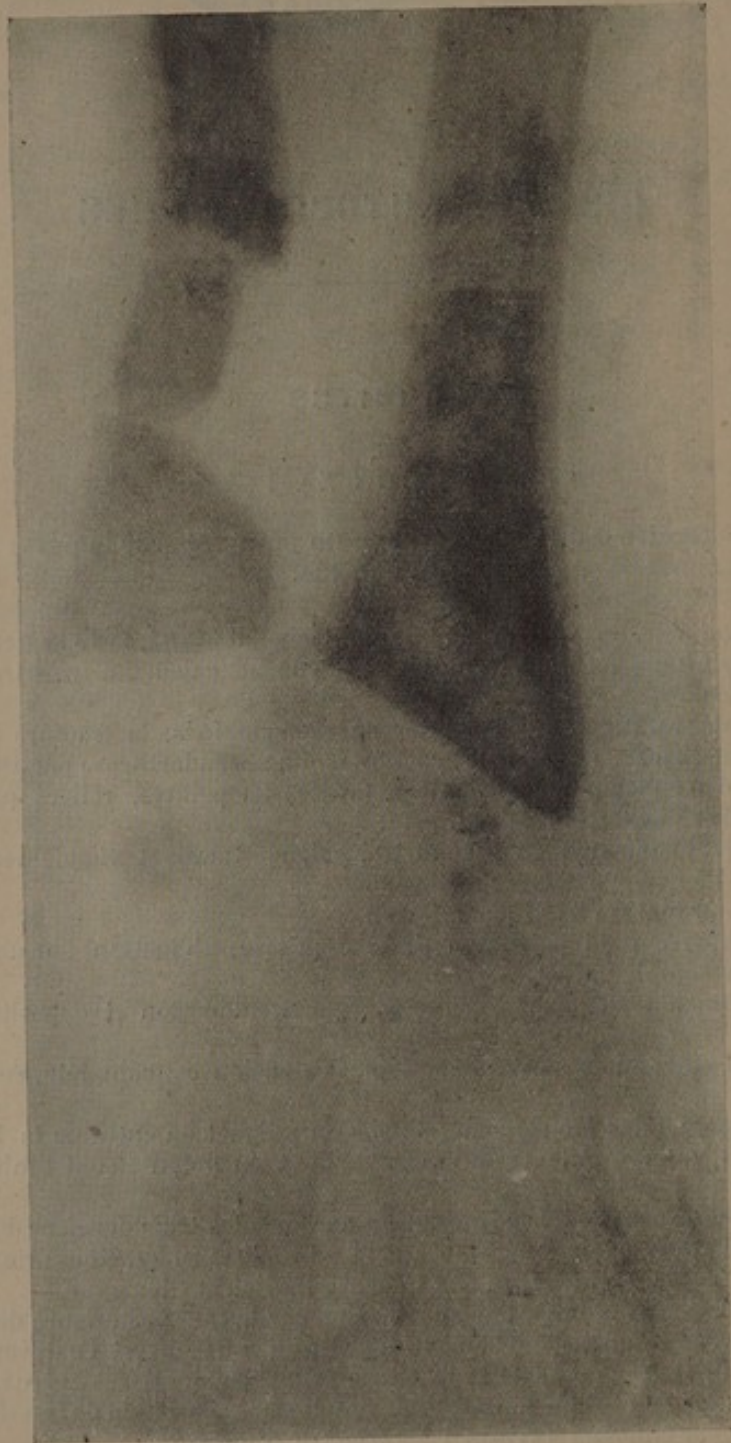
Roger V. Radiographie de son avant-bras, huit jours après l'opération.
